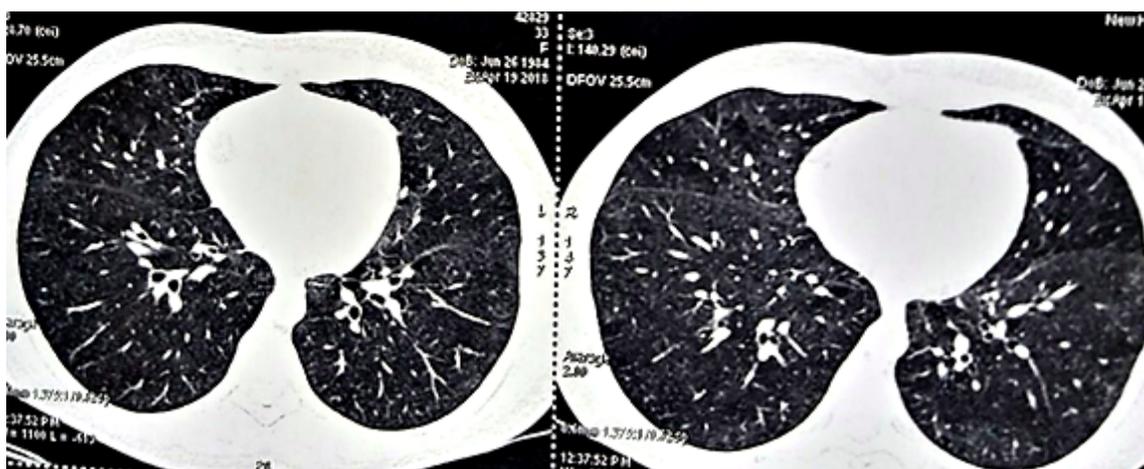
Компьютерная томограмма органов грудной клетки от 19.04.2018.
